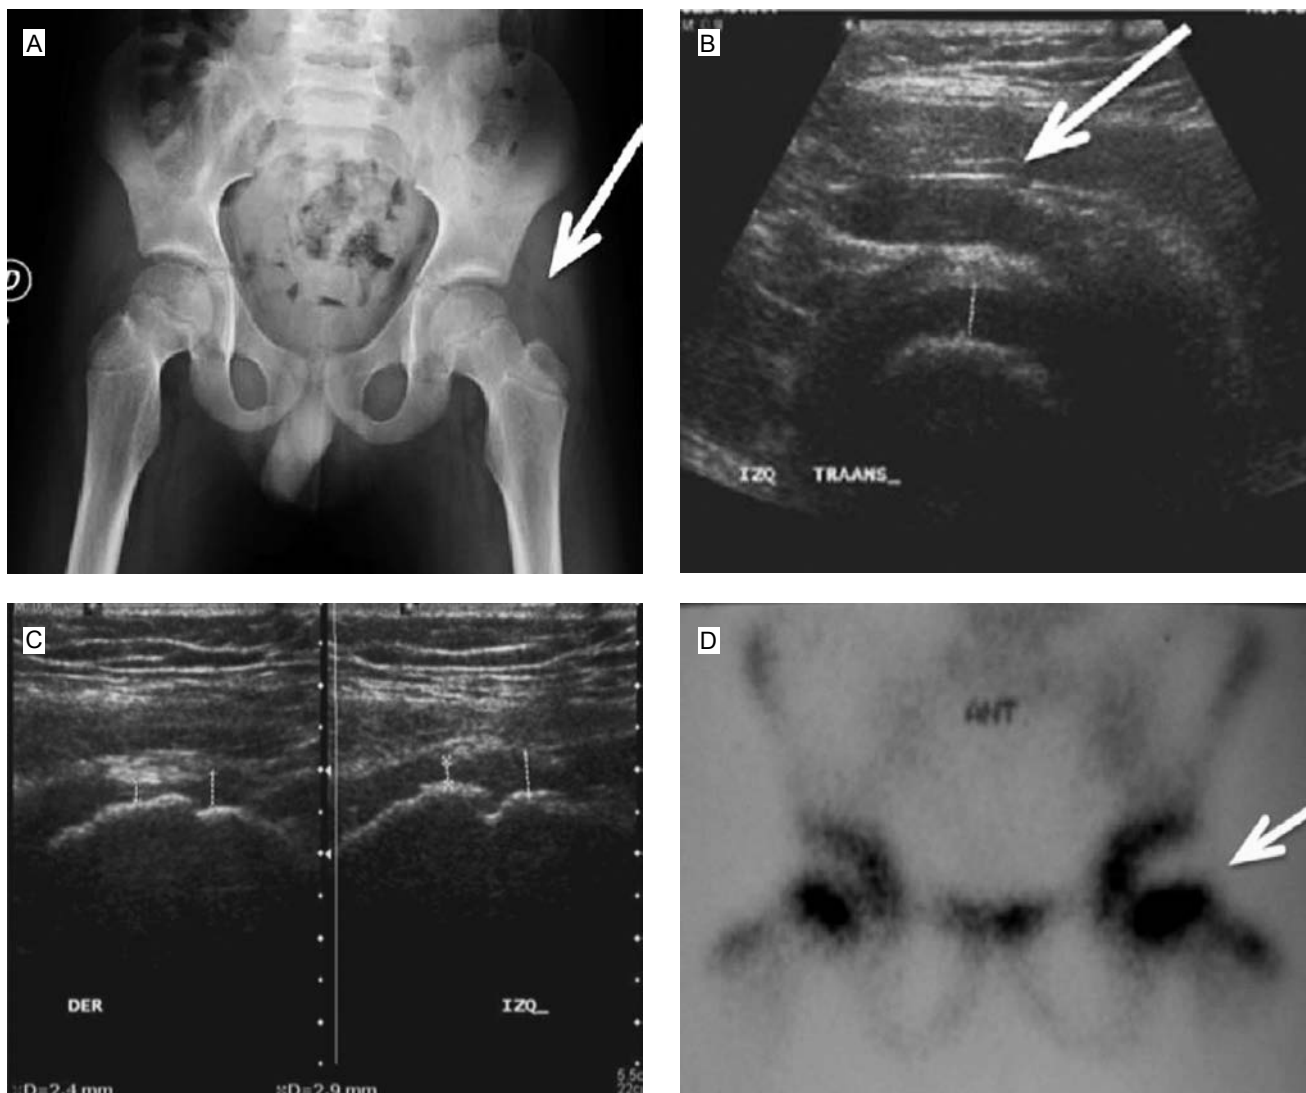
Radiografía de pelvis (a) que muestra asimetría de los tejidos blandos, con aumento de volumen en el lado izquierdo. Las imágenes de ultrasonido, (b) y (c), muestran aumento del líquido intraarticular así como en los tejidos blandos adyacentes. La gammagrafía ósea muestra incremento de captación del radiofármaco en la cadera confirmando el diagnóstico de sinovitis (d).
